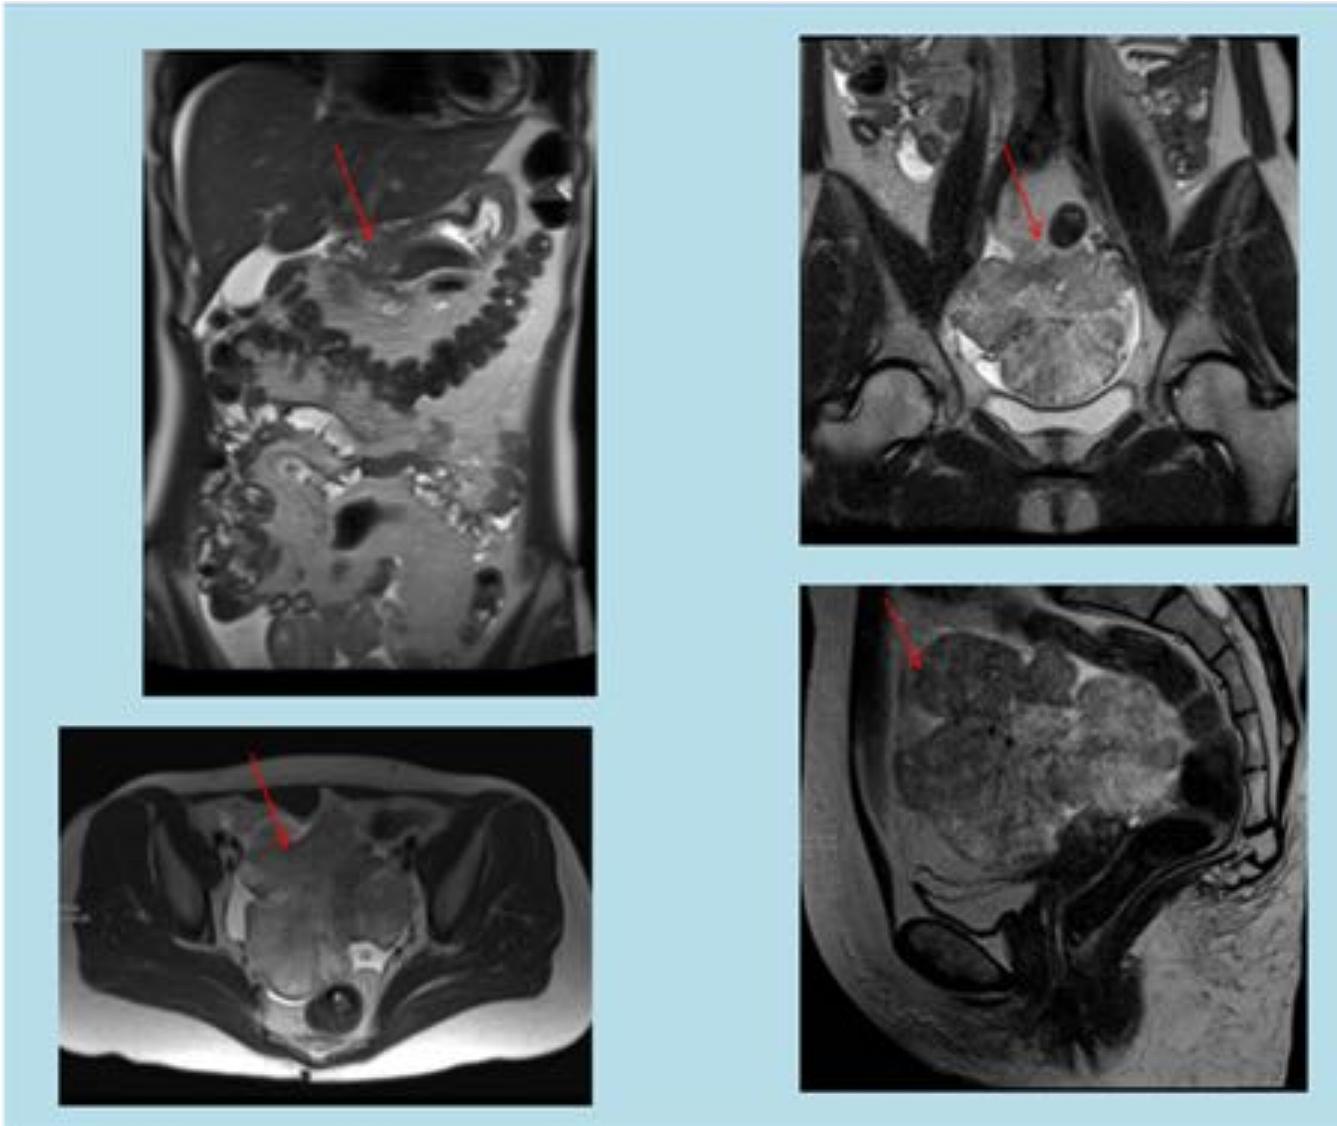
imágenes de RM potenciadas en T2 en los 3 planos en relación con figura 4. Se aprecian masas pélvicas anexiales heterogéneas en paciente con diagnóstico previo de carcinoma gástrico. Paciente con diagnóstico final de carcinoma tipo Krukenberg.
